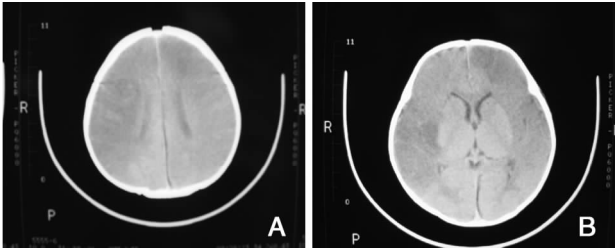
头颅扫描 :头颅 CT 扫描显示双侧额,颞,顶叶大面积密度减低区; :显示双侧额,颞,顶叶大面积密度减低区。
